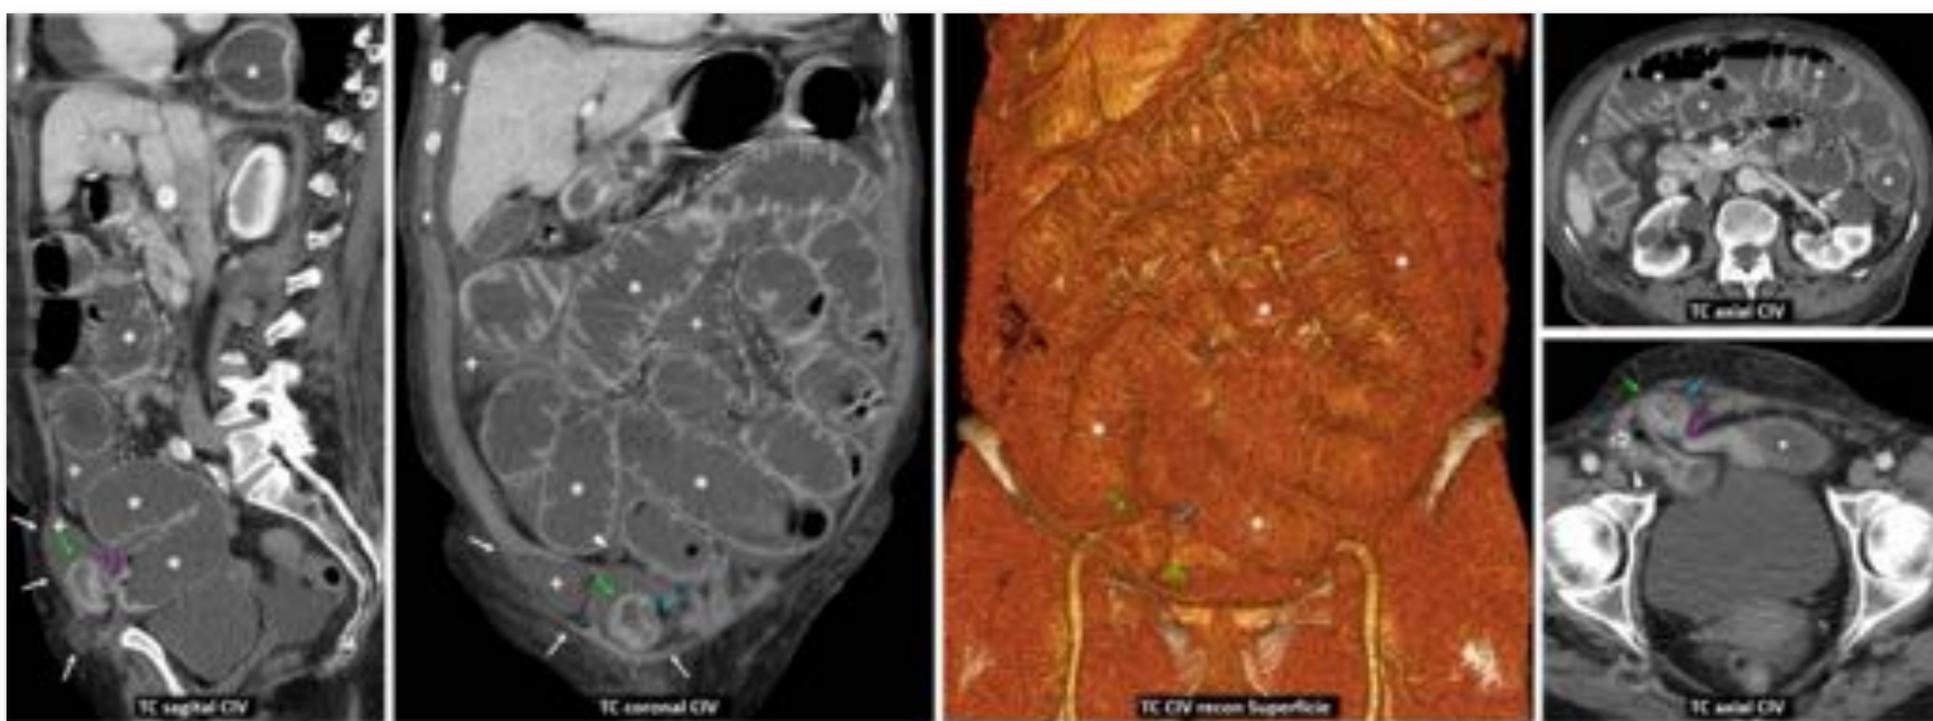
Hernia inguinal directa obstructiva, estrangulada y perforada. Mujer de 69 años. Sospecha clínica de obstrucción, sin evidenciar hernia. TC con contraste: importante dilatación gástrica (también en hernia de hiato) y de intestino delgado (+) por hernia inguinal directa derecha (flechas blancas) con anillo estrecho (flechas rosas) medial a los vasos epigástricos inferiores (cabezas de flecha) y por encima del ligamento inguinal (dibujado en verde en la reconstrucción de superficie). Contiene un segmento corto de íleon congestivo (flechas verdes), con un área menos perfundida (flechas azules). Hay una pequeña burbuja de gas extraluminal en el saco (flecha hueca). Se confirmó estrangulación, con focos de isquemia y perforación, requiriendo resección intestinal corta. Véase también el Vídeo (3”).
